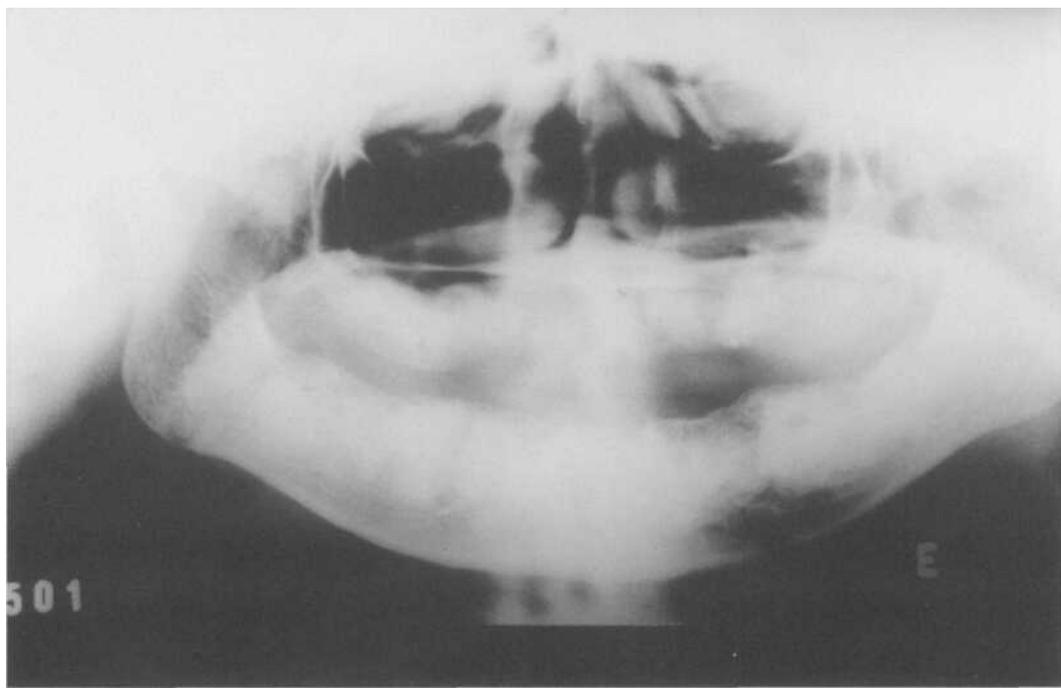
Radiografia panorâmica de maxila e mandíbula mostrando áreas de esclerose óssea em todos os quadrantes.
